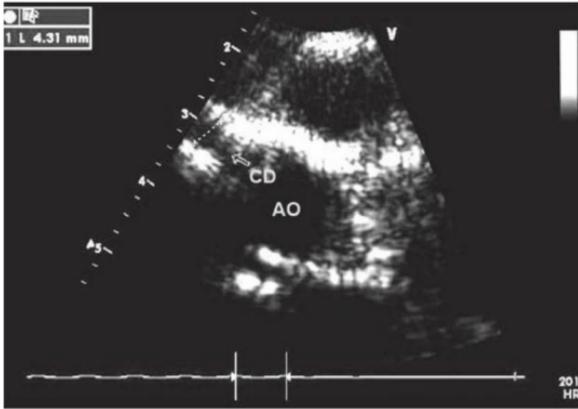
En el ecocardiograma se puede ver la dilatación aneurismática uniforme de la coronaria derecha (CD), como sale de la aorta (Ao)
